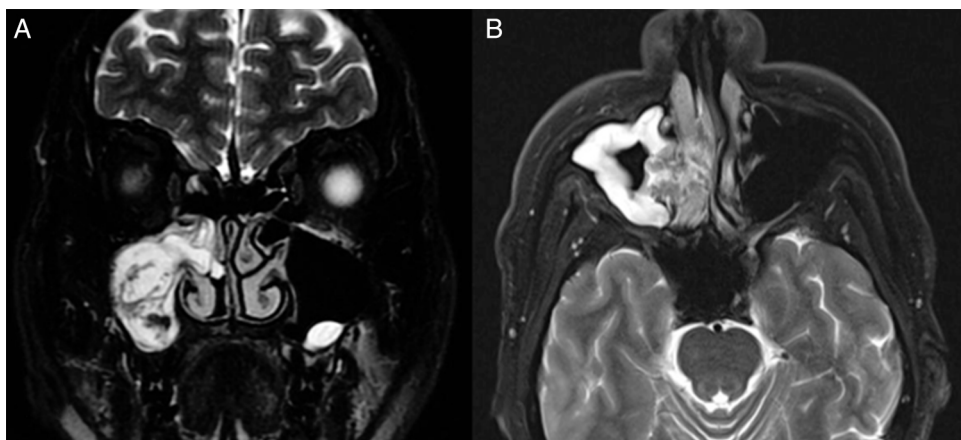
Resonancia magnética preoperatoria coronal en T2. (A). La lesión neoplásica presenta en su interior un aspecto llamativo con alternancia de bandas de señal muy hiperintensas, separadas por estrías de baja intensidad (patrón contorneado cerebriforme), (B). En la proyección axial en T2 con supresión de grasa con contraste se determina que la masa tumoral es hipointensa y ocupa el corredor nasal derecho, ampliando el meato medio y ocasionando retención de secreciones en el interior del seno maxilar.
